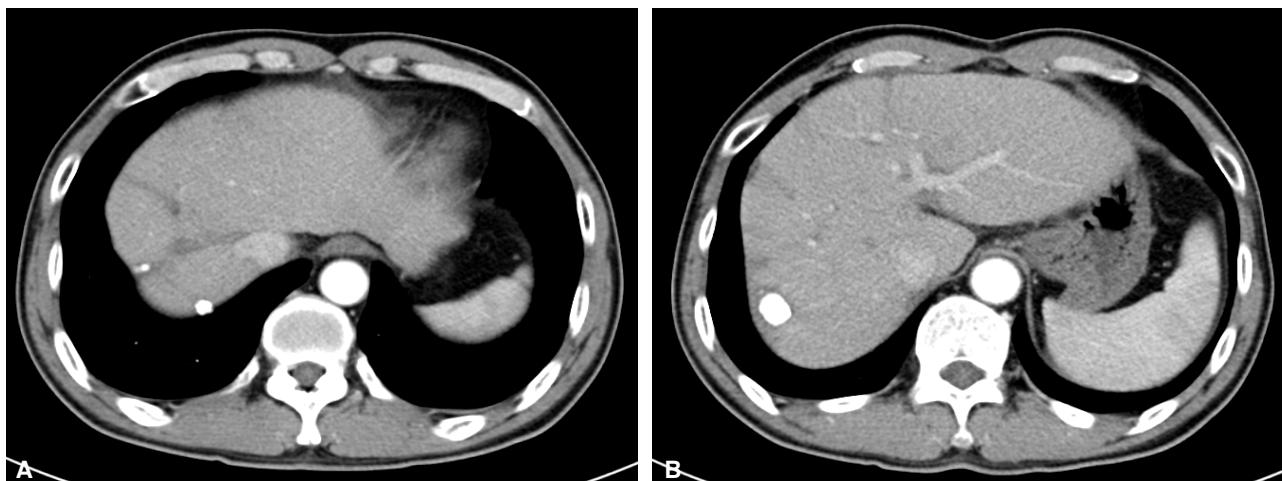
(A, B) Follow up CT scan, post-TACE status without progressed HCC. No evidence of recurrence at right renal fossa. No newly appearing lesion was identified.
